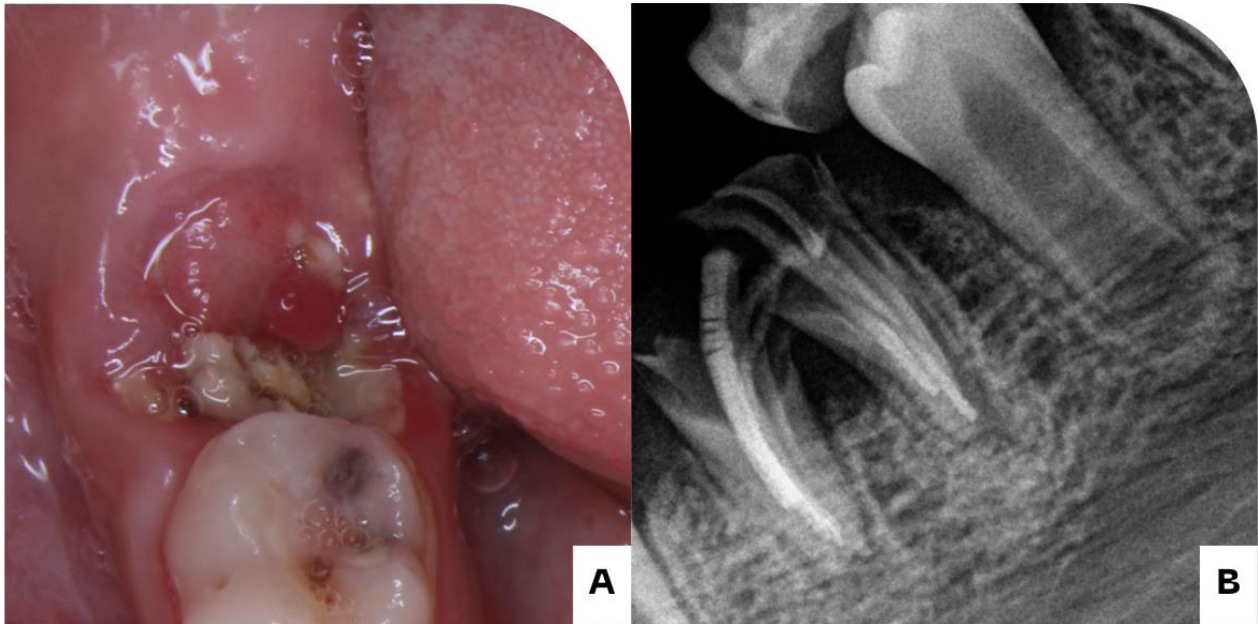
Pieza dental 46. A) Fotografía Clínica B) Radiografía Inicial
